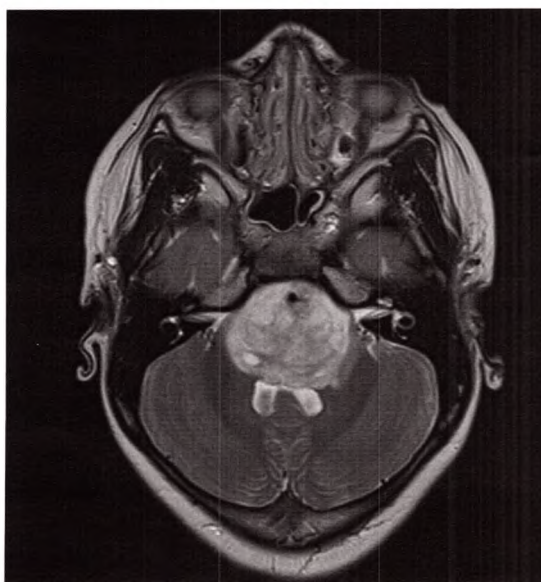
IRM en pondération T2, coupe axiale. Tumeur infiltrante du pont (DIPG).
